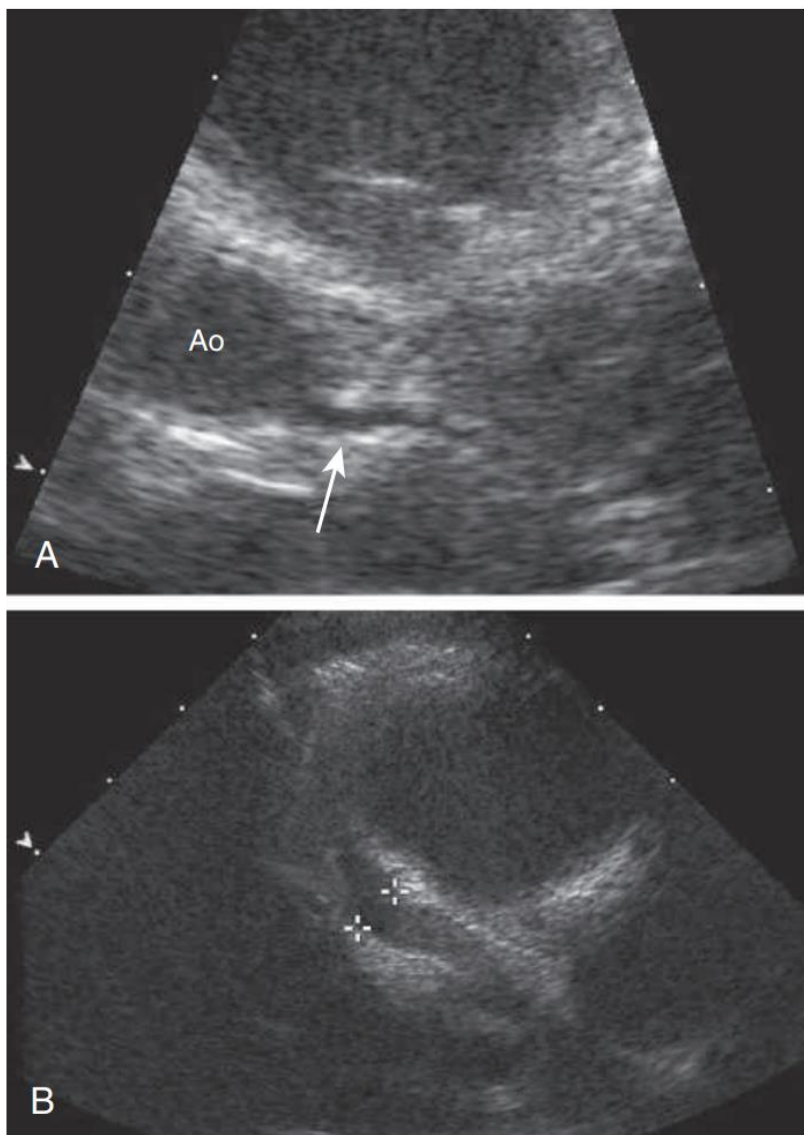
Two-dimensional echocardiograms comparing a normal left main coronary artery (arrow in A) with a giant coronary artery aneurysm (outlined by cross marks in B) in a patient with Kawasaki disease. Ao, Aorta.
